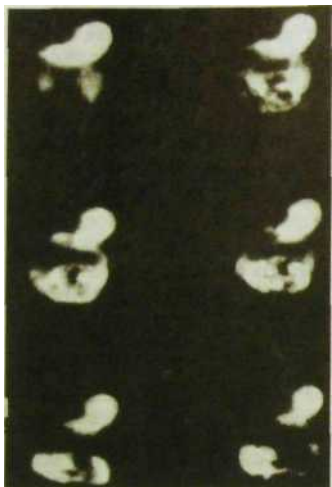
101. Серия гастросцинтиграмм. Эвакуация «меченого» завтрака из желудка в двенадцатиперстную и тощую кишку.
